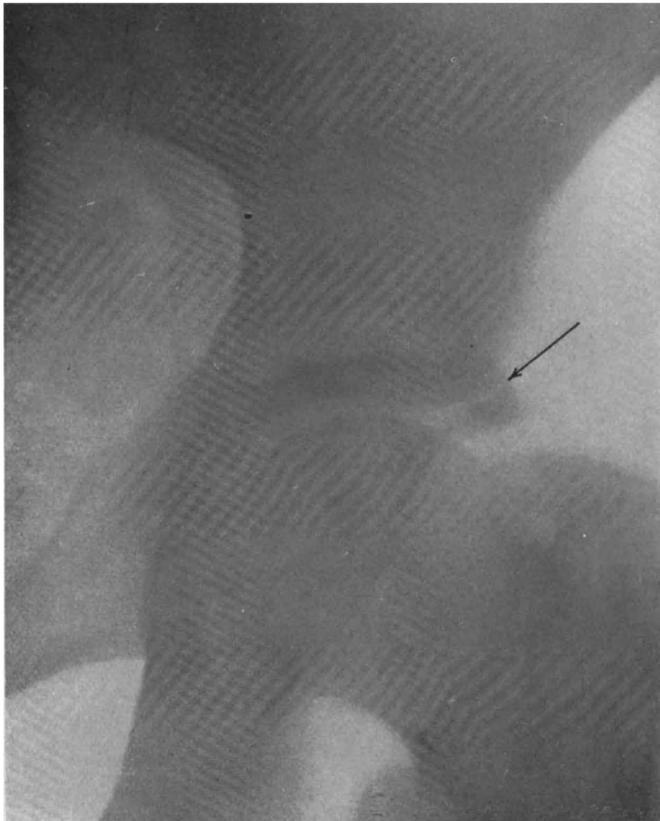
Röntgenologisches Os acetabuli.
